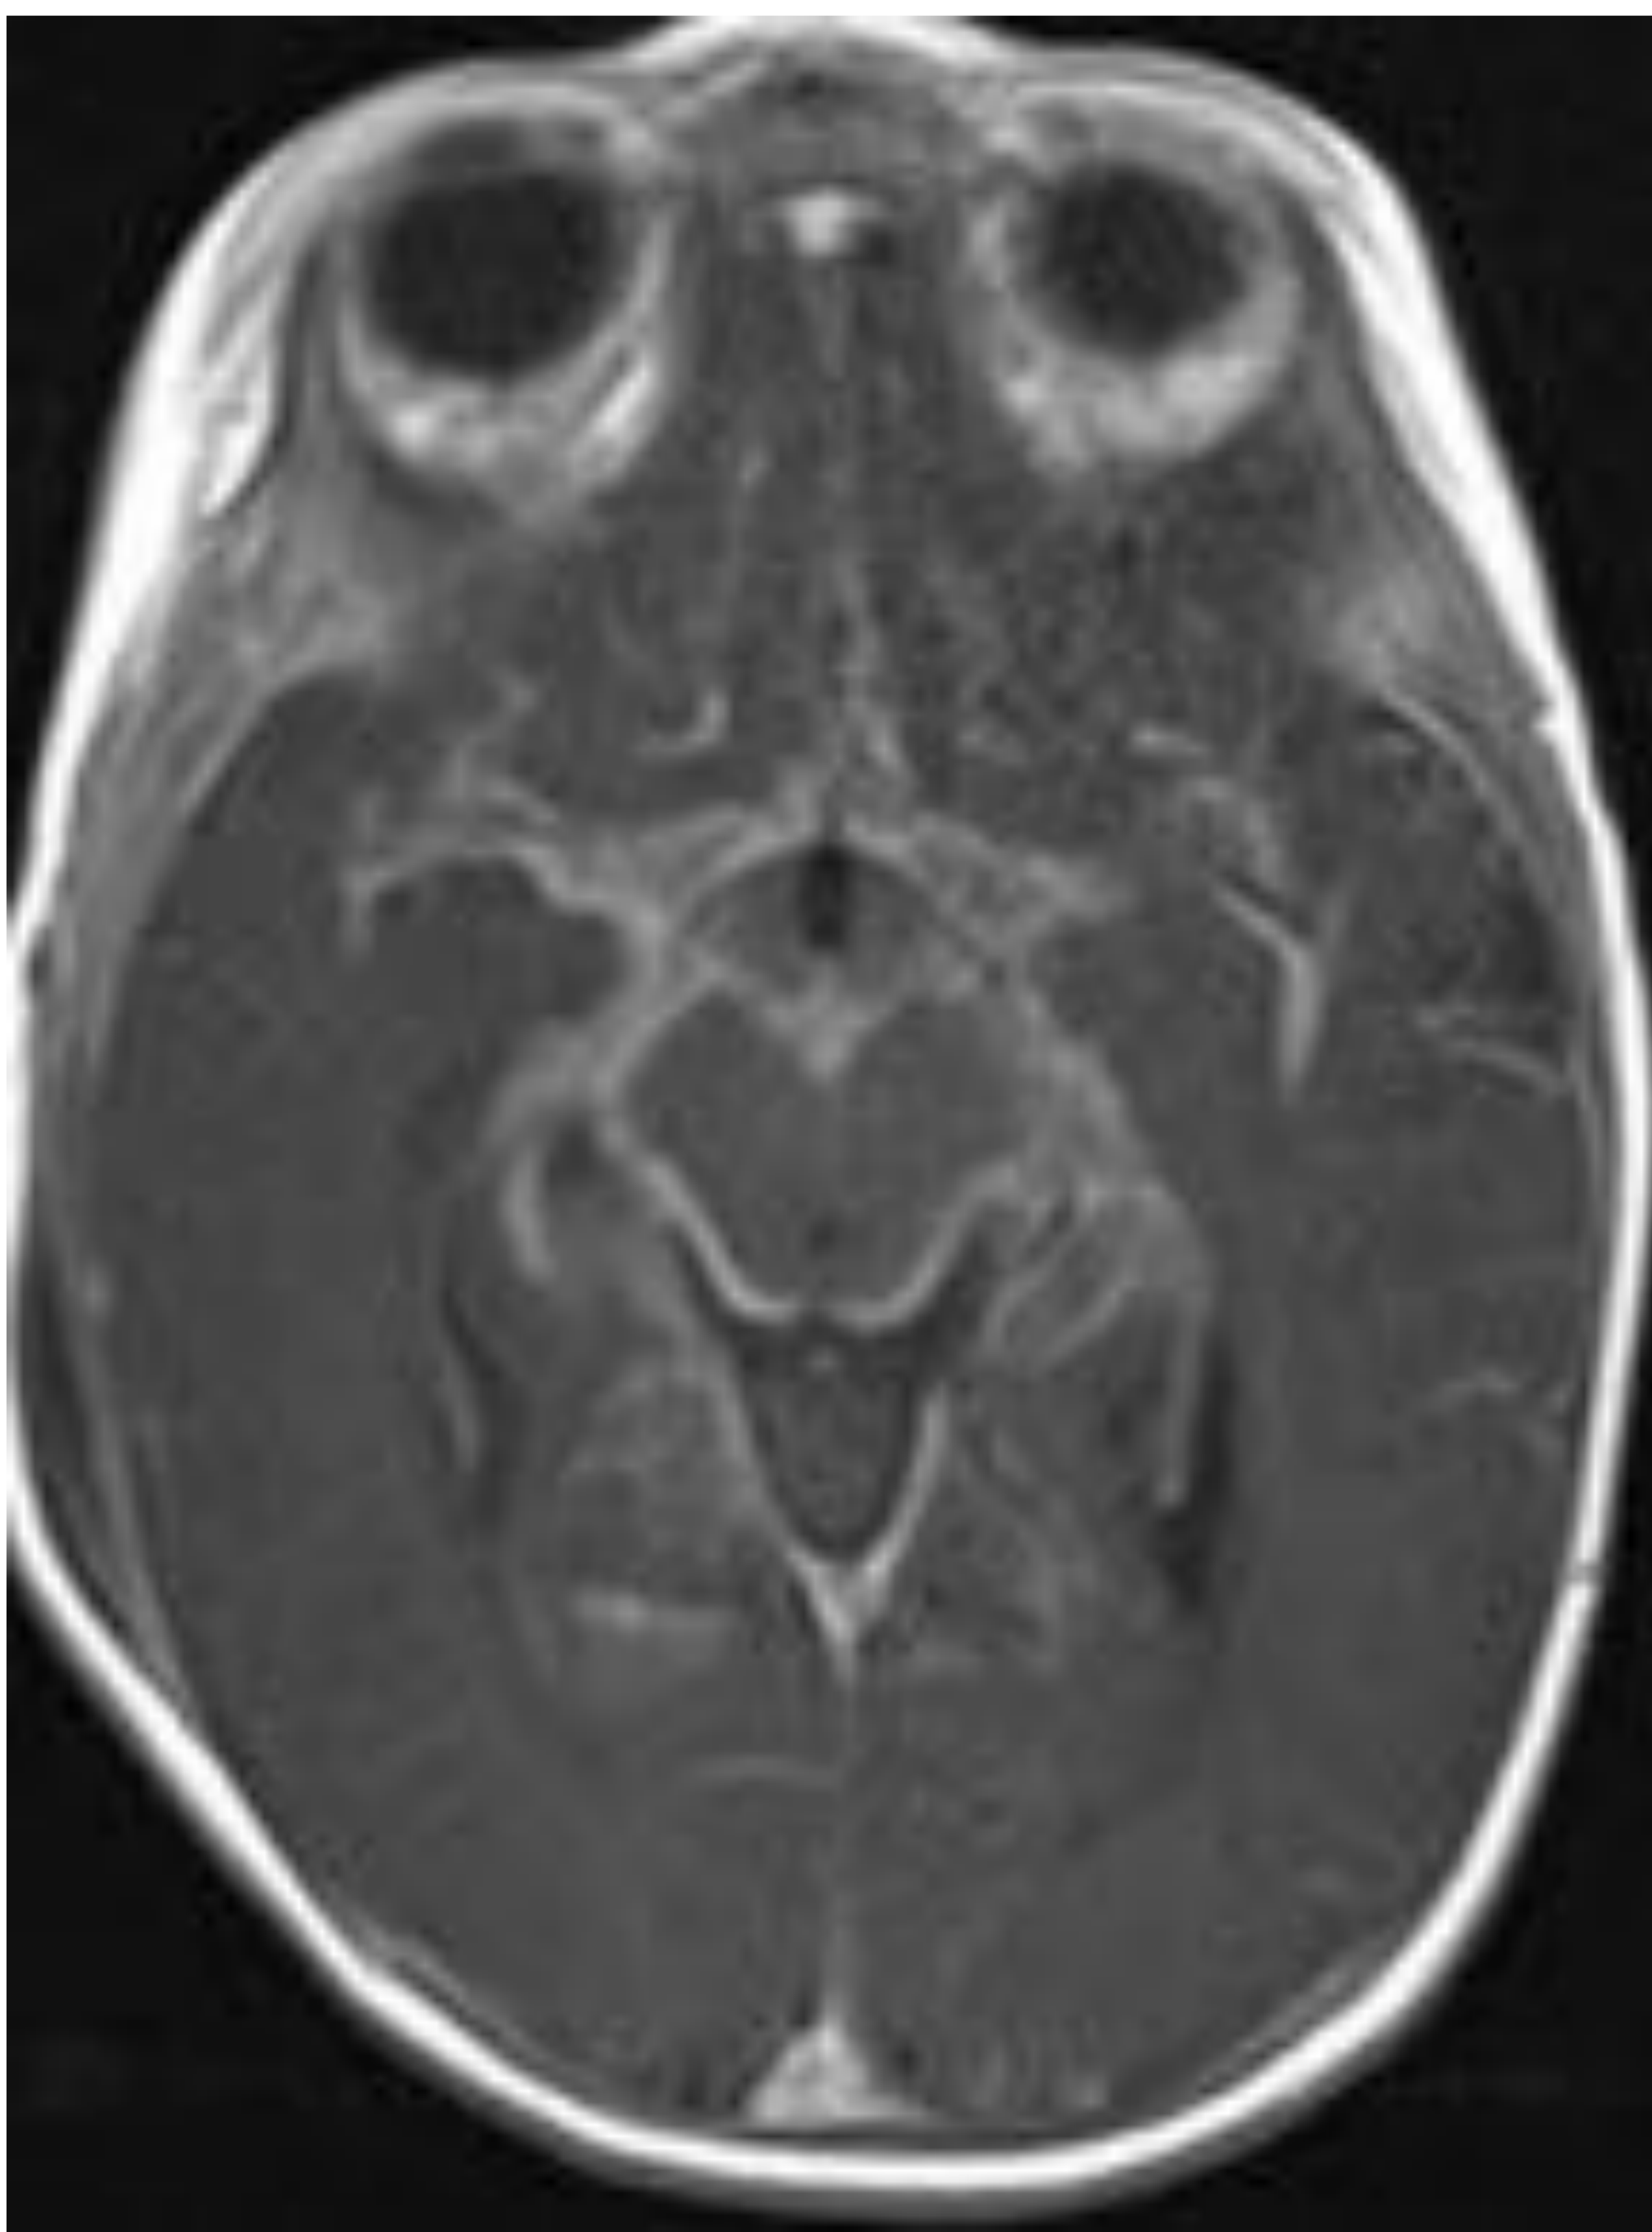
Niña de 7 meses con TBC pulmonar a la que se realiza una RM de cráneo, con marcado realce leptomeníngeo por meningitis tuberculosa.
